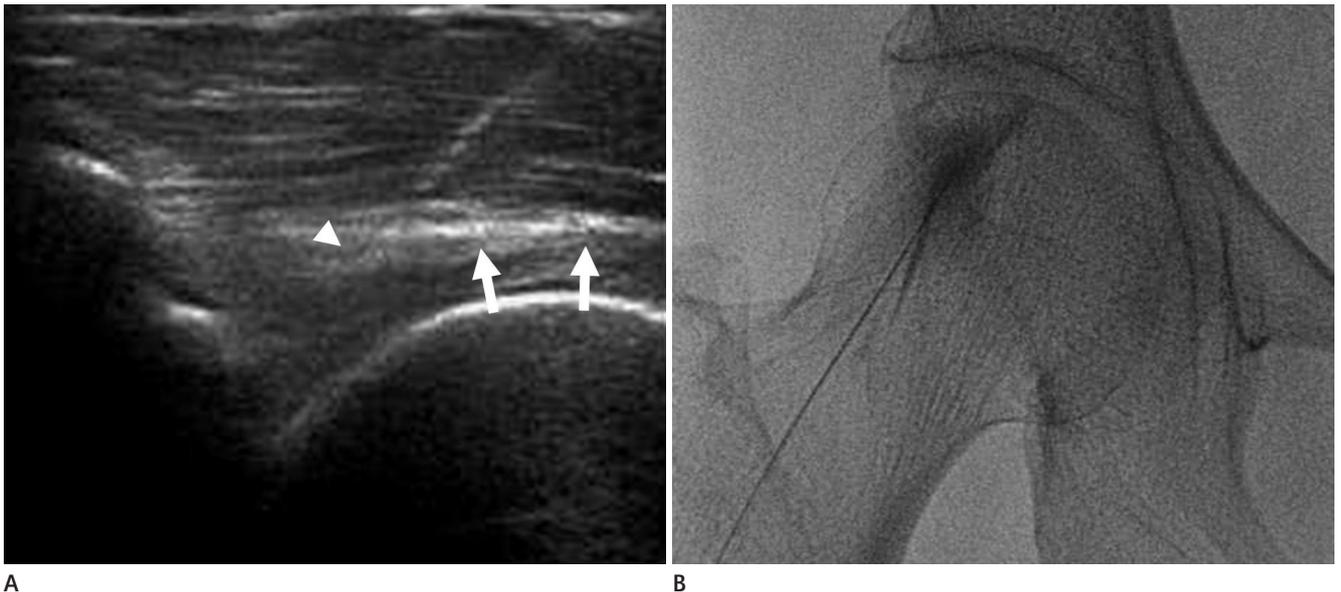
Example of ultrasound-guided extra-articular steroid injection in a 51-year-old female patient.
